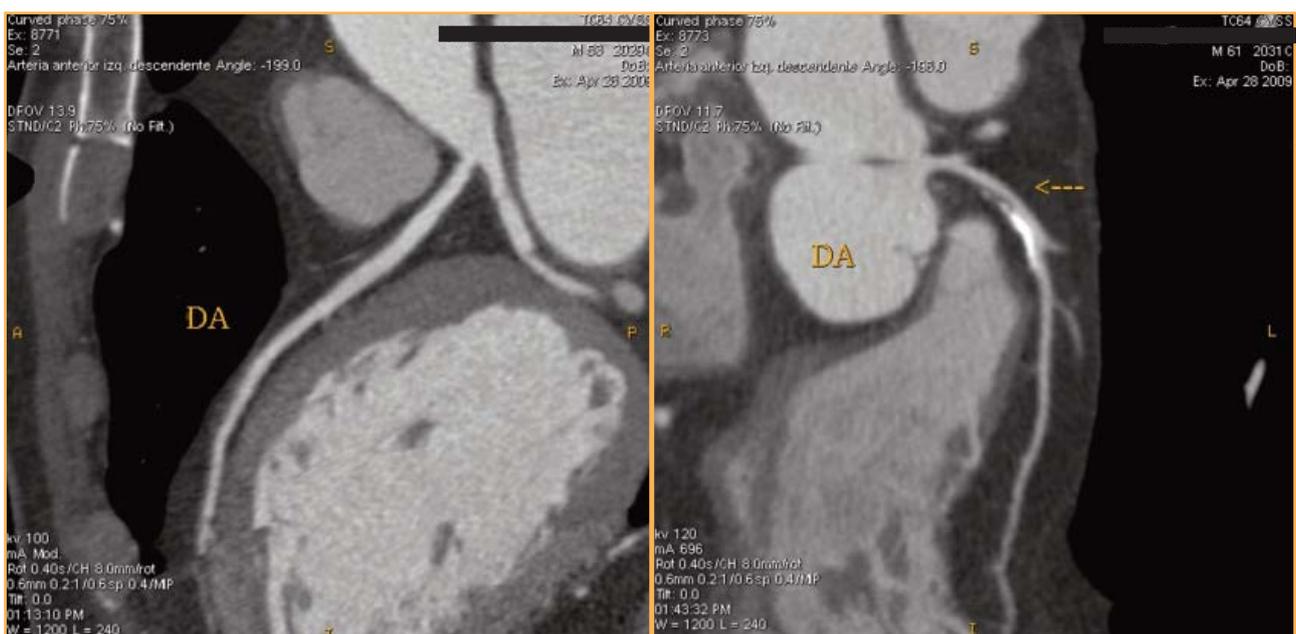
TAC coronario: arteria descendente anterior (DA) sana a la izquierda. Descendente anterior con placa mixta en la imagen de la derecha, con componente fibrolipídico (gris oscuro) en la parte superior y componente cálcico (blanco brillante) en la parte inferior de la placa. Origena estenosis no significativa.
